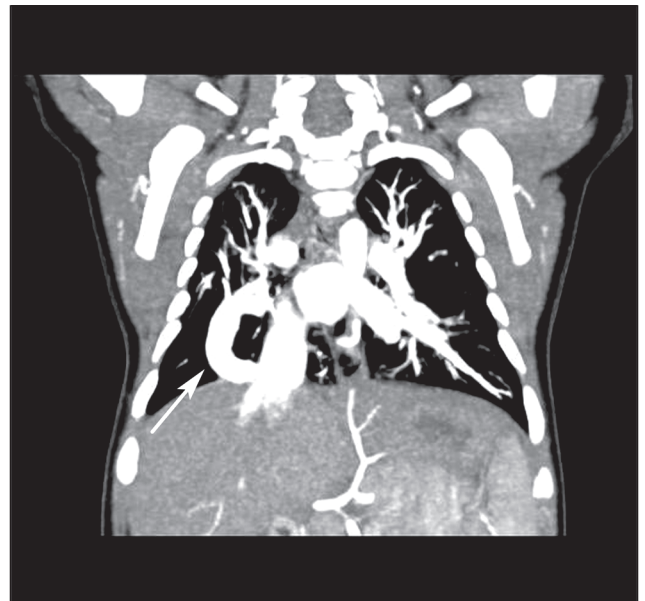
CT scan with a curvilinear density in the right lower lung (arrow) suggestive of scimitar syndrome
